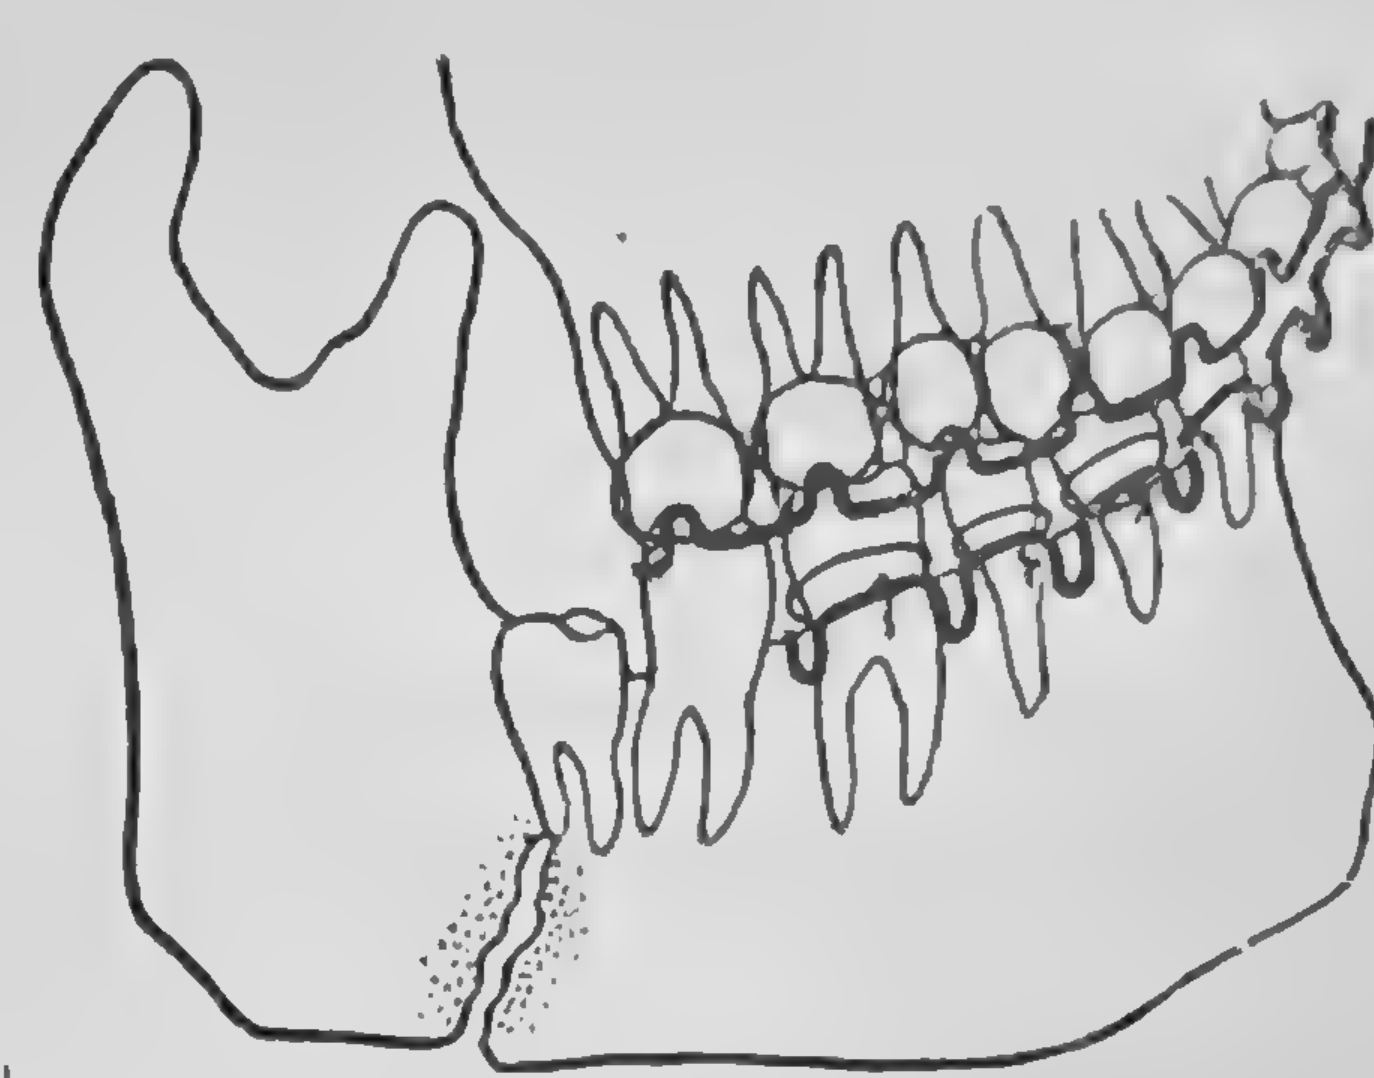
Radiografia unei fracturi de gonion redusă și imobilizată corect prin tracțiune elastică intermaxilară.
